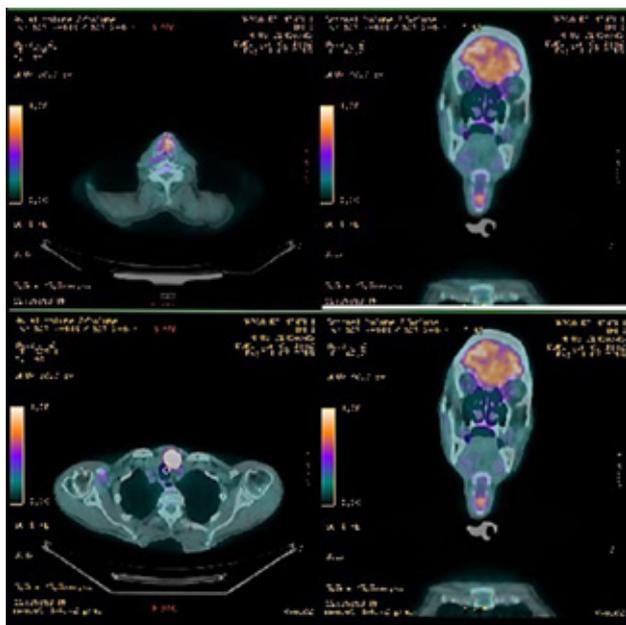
Arriba: imagen de PET-TAC con hipercaptación a nivel glótico izquierdo. Abajo: imagen de PET-TAC con hipercaptación a nivel de lóbulo tiroideo izquierdo.
